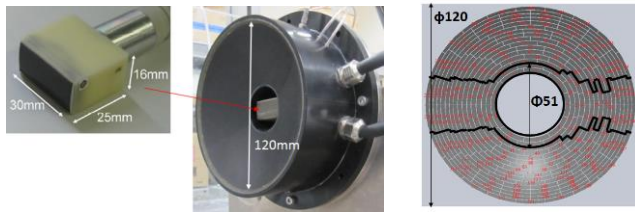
HBI 撮像用振動子の概要。左: 凹面レンズ状のHIFU送信用振動子の中空部に受信用リニア型超音波プローブを挿入している。右: 黒枠部分が、HIFU送信出力開口形状である。エレベーション方向における開口幅を狭めている。
